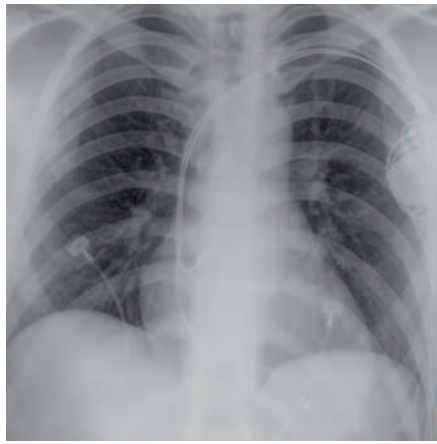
Röntgenkontrolle des Thorax im Liegen nach Schrittmacherimplantation zum Ausschluss eines Pneumothorax
